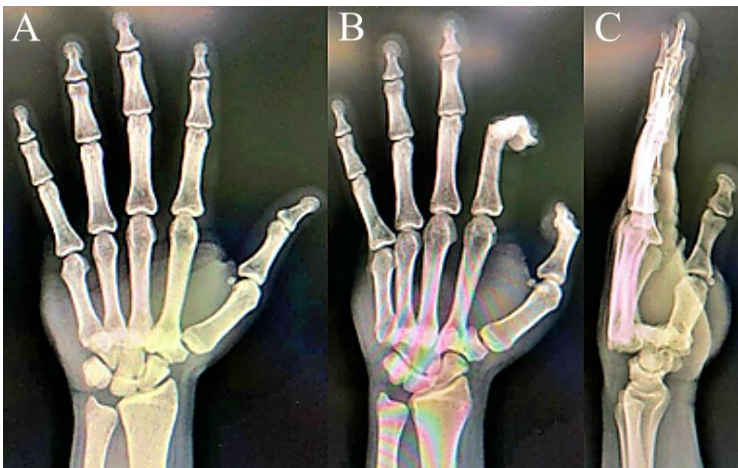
Radiografias pré-operatórias da mão direita A) Anterossuperior, B) Oblíquo, C) Perfil (Lateral)
